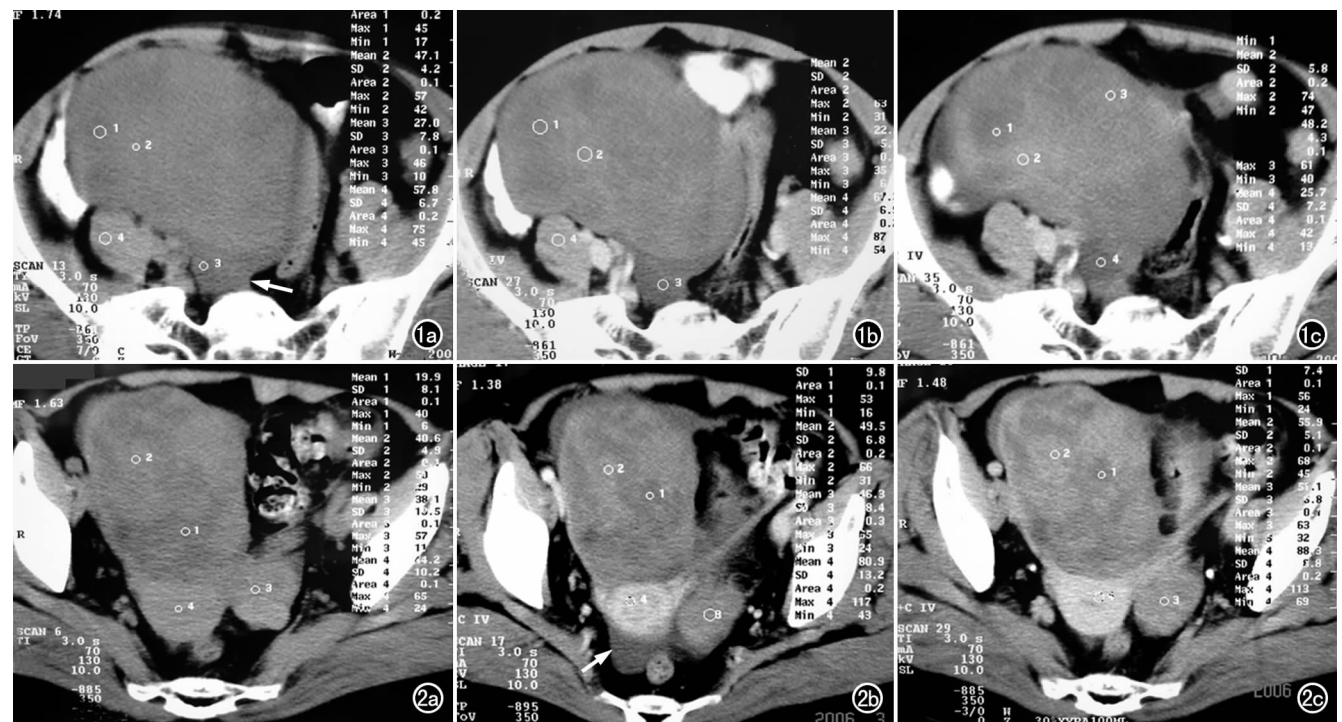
盆腔右侧巨大卵泡膜细胞瘤。a) CT 平扫示盆腔右侧巨大卵圆形实质性肿块,包膜完整、边界清楚,其内可见散在小片状低密度区,肿块后下方可见少量腹水(箭),肠管向两侧移位; b) 实质期增强扫描示肿瘤呈轻度强化; c) 延迟期扫描示肿瘤呈缓慢渐进性轻度强化,其内坏死区无明显强化。 图 2 右侧附件区卵泡膜细胞瘤。a) CT 平扫示右侧附件区巨大分叶状实质性肿块,其内密度不均; b) 实质期扫描示肿瘤实质区轻度不均匀强化,肿块旁结肠间隙和直肠-子宫陷窝内少量积液(箭); c) 延迟期扫描示肿瘤进一步强化,呈缓慢渐进性轻度强化,其内散在小片状低密度区未见强化,而同一层面子宫肌层明显强化。
